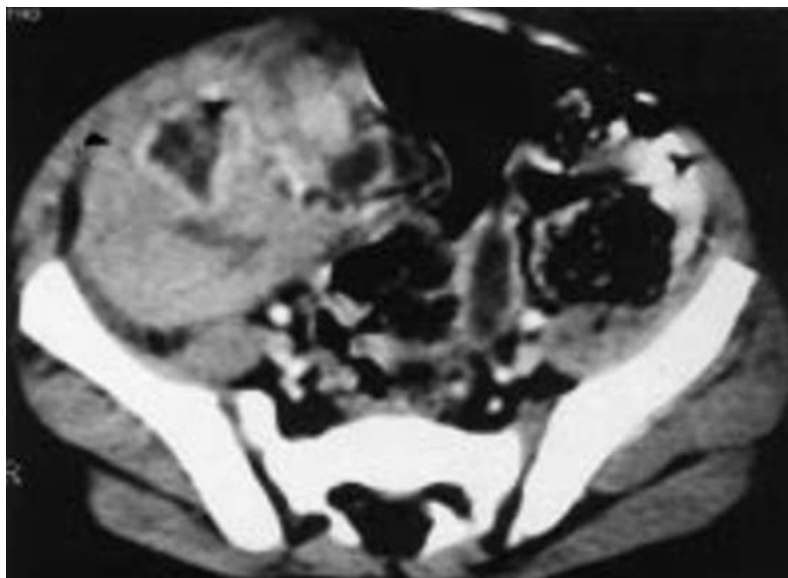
TDM abdominale après injection de PDC. Masse tissulaire de la FID se rehaussant après injection et centrée par une lumière digestive à rehaussement pariétal plus intense [67].
